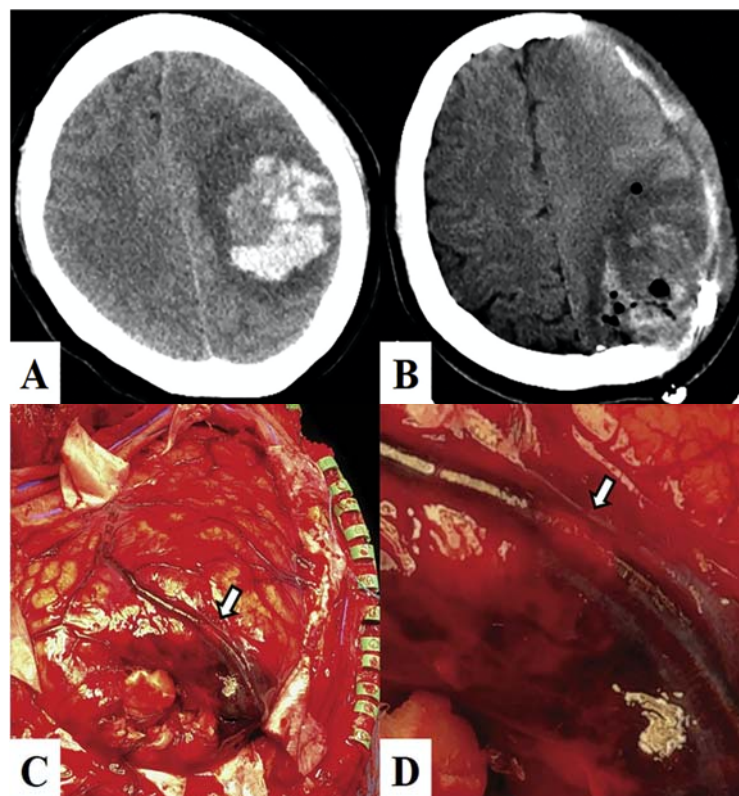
Венозный инфаркт по типу внутримозговой гематомы вследствие тромбоза ВСС. А – дооперационная КТ, видна лобно-теменная гематома слева. В – КТ после декомпрессивной краниэктомии и эвакуации гематомы. С и D – интраоперационные фотографии, в вене Тролара над зоной кровоизлияния виден тромб [131]
